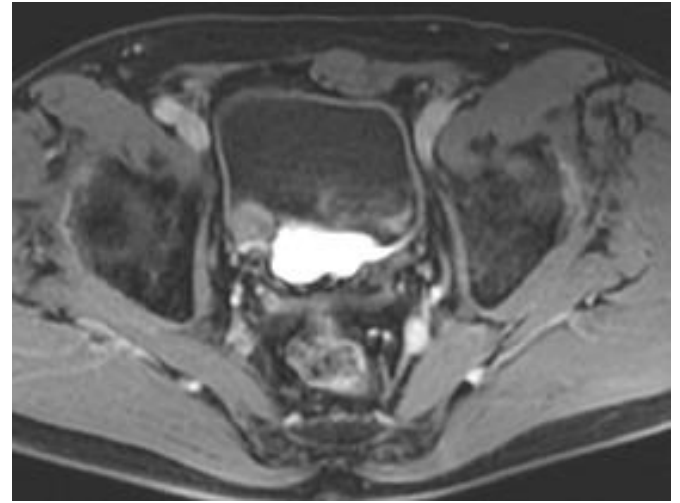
Εντόπωμα του όγκου (MRI).
